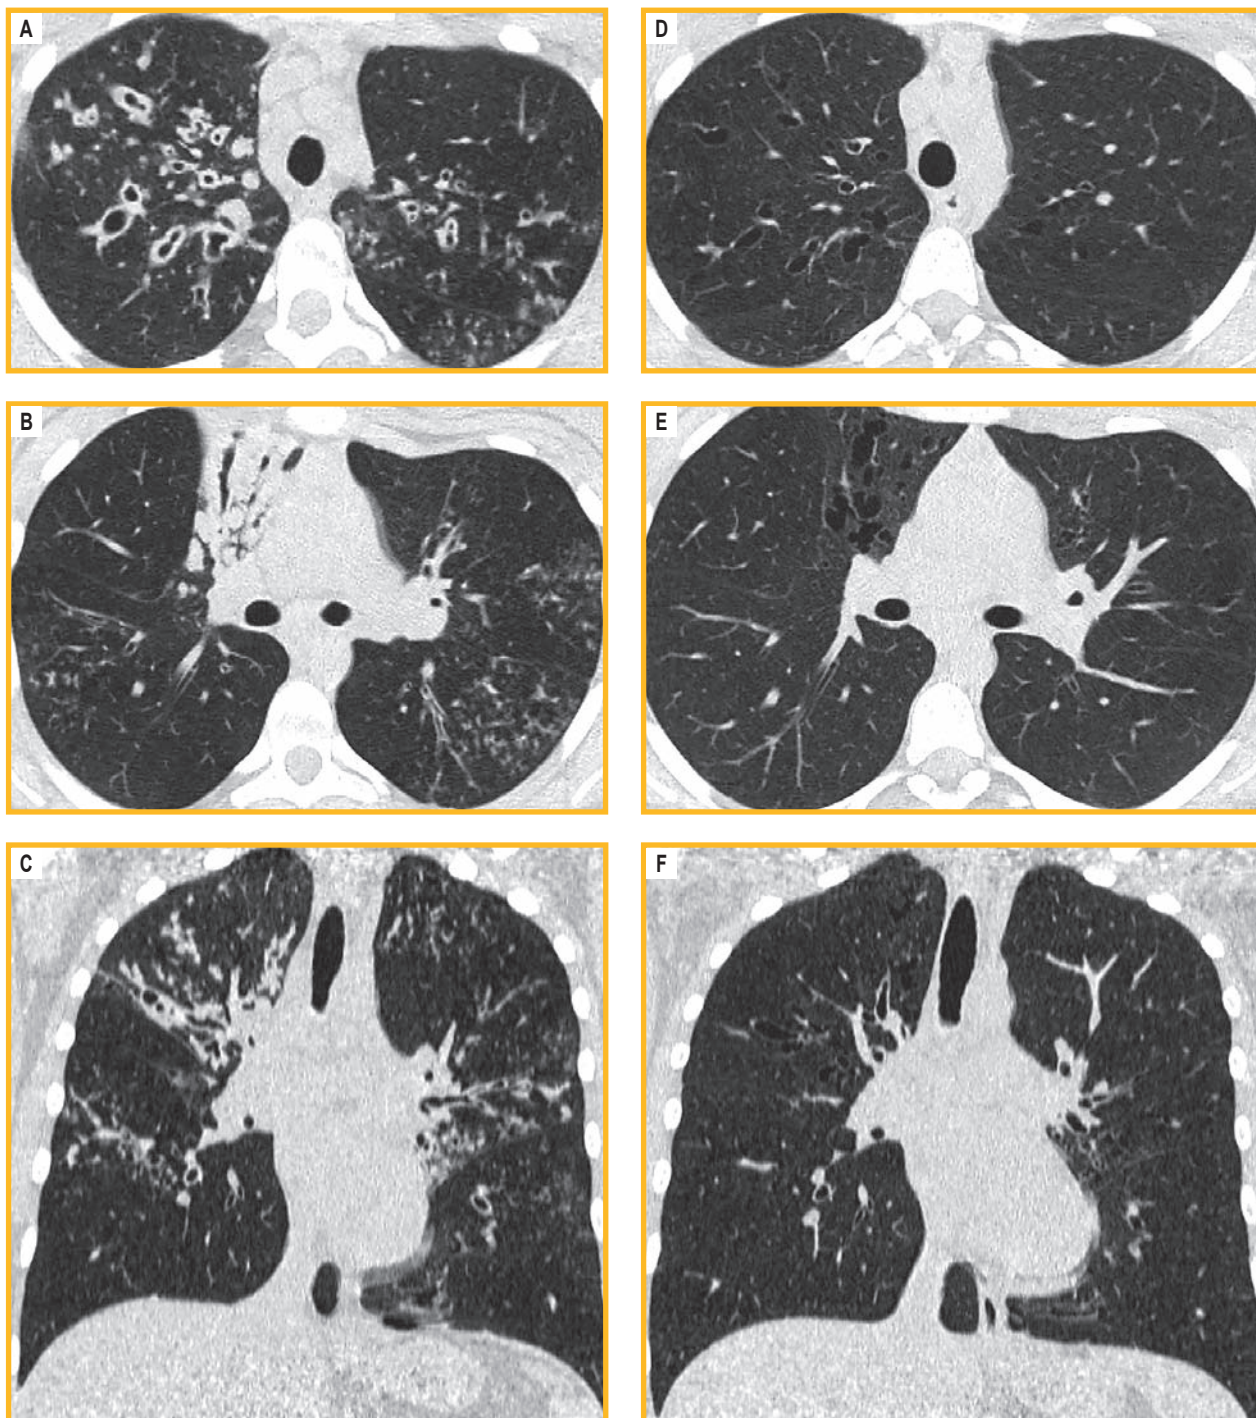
Данные компьютерной томографии высокого разрешения органов грудной клетки пациента с муковисцидозом: А, В, С – до старта терапии препаратом элексакафтор / тезакафтор / ивакафтор; D, E, F – после 2 лет терапии
